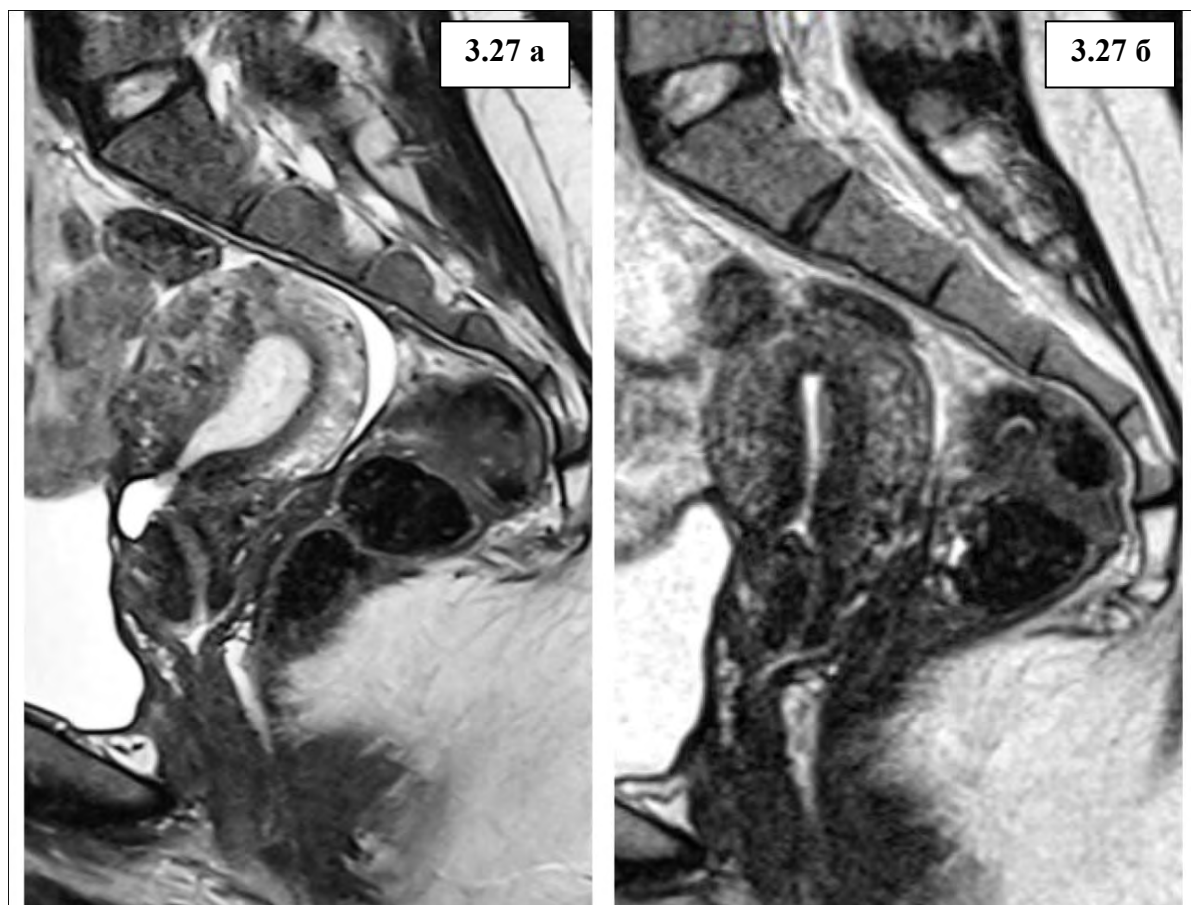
а - МРТ на предгравидарном этапе: Ниша округлой формы, с жидкостным геморрагическим содержимым, ТОМ в проекции ниши 0,8-1мм, V ниши = 1,45 см³.
